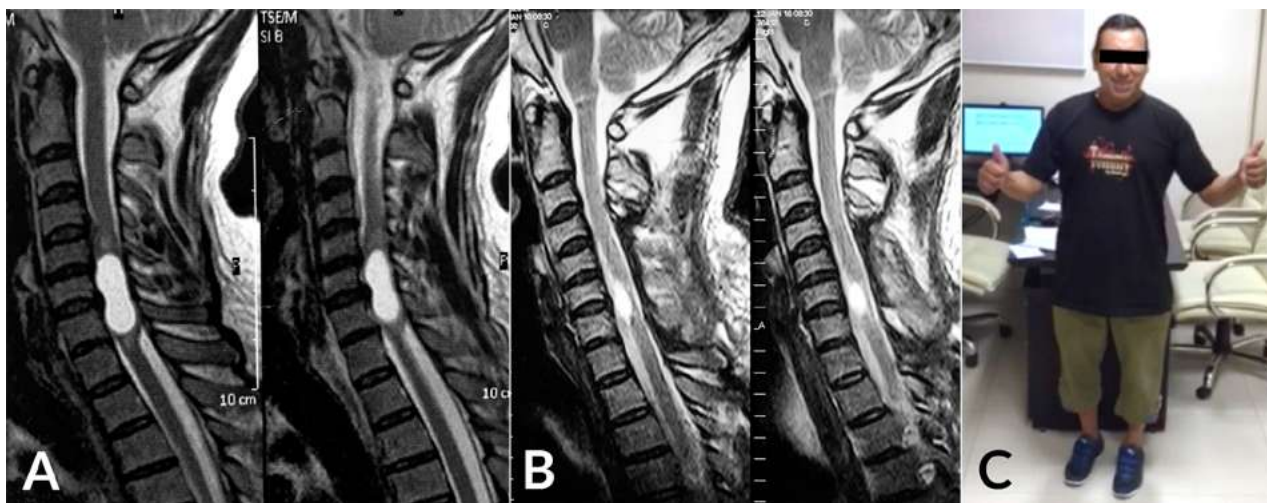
RMN Preoperatoria ponderada en T2 (izquierda). RMN Postoperatoria a los 6 meses, se observa resección total (central). Paciente con mejoría neurológica McCormick Ib (derecha).
